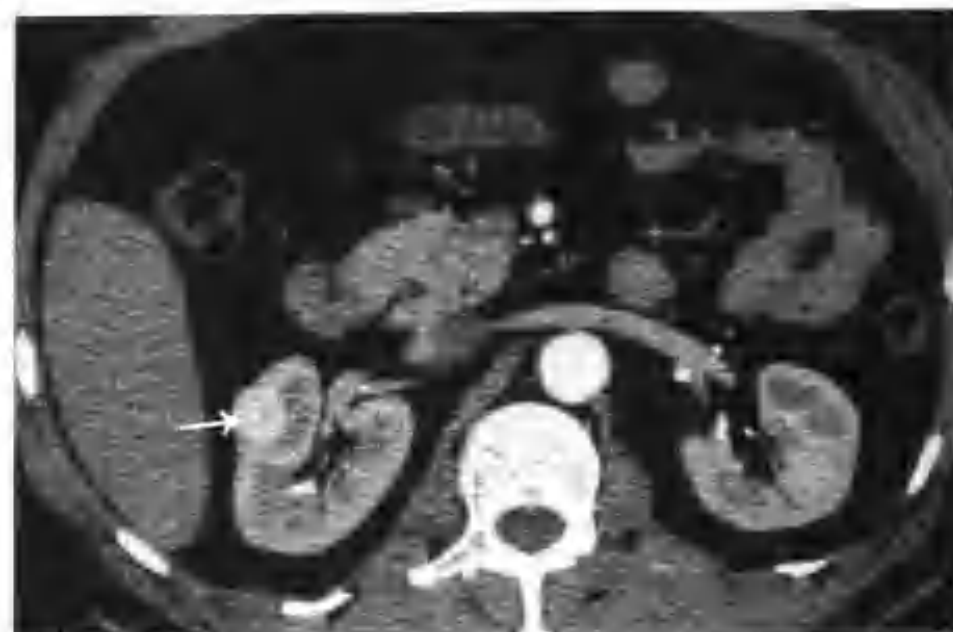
与图 2-1-69 为同一病例，增强扫描皮质期肿瘤呈全瘤范围结节状明显强化，CT 值 147HU（箭头）
